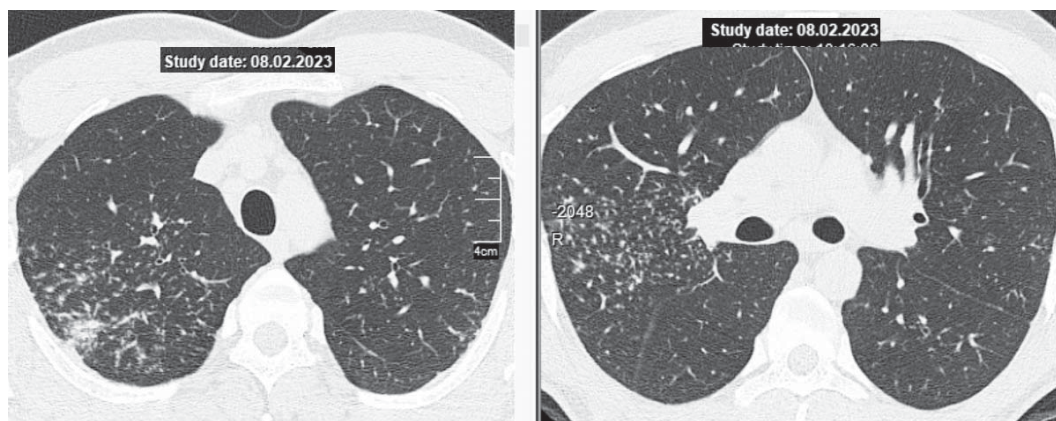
КТ пацієнта Ш. після завершення комбінованої терапії МП та МТХ.
